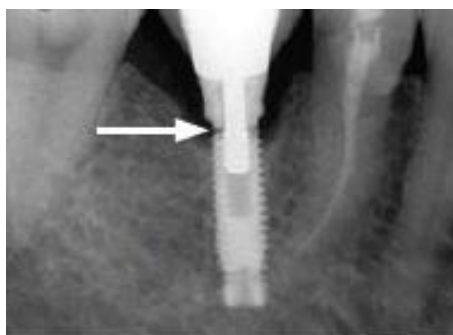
Radiographie mettant en évidence un implant fracturé au niveau du col implantaire¹⁸¹
